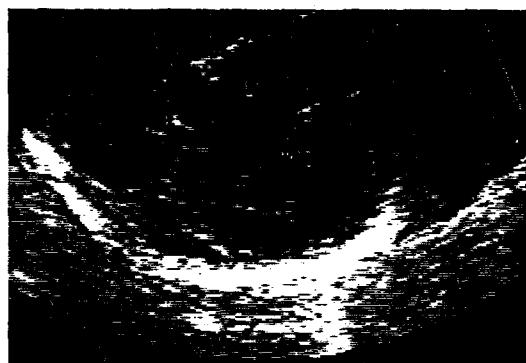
확장성 심근병증이 있는 개에서의 단축상의 초음파해부. (RV=우심실, LV=좌심실, MVO=승모판구)
